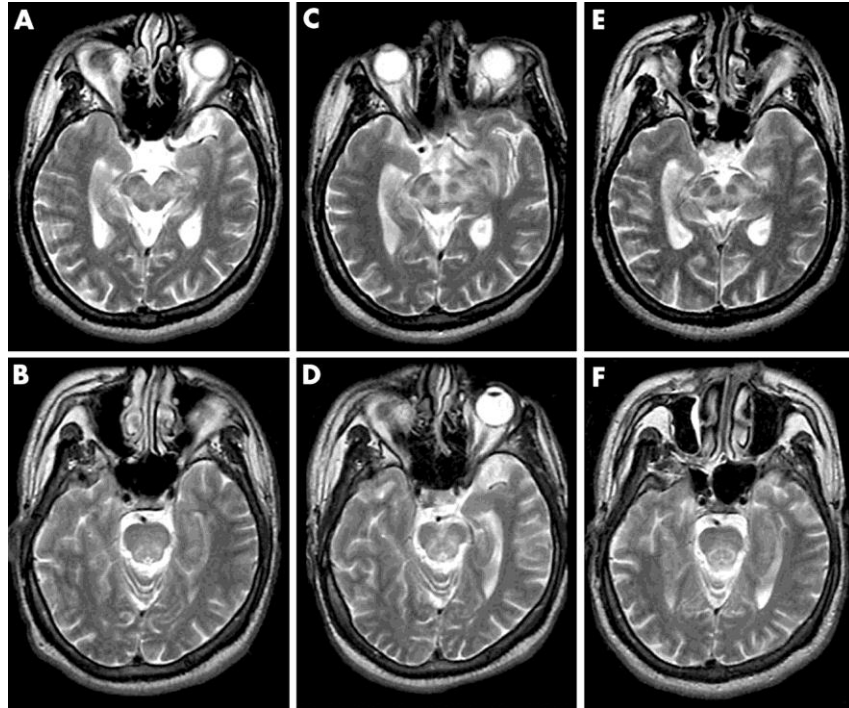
Figura #5: MRI de un paciente con afectación neurológica
